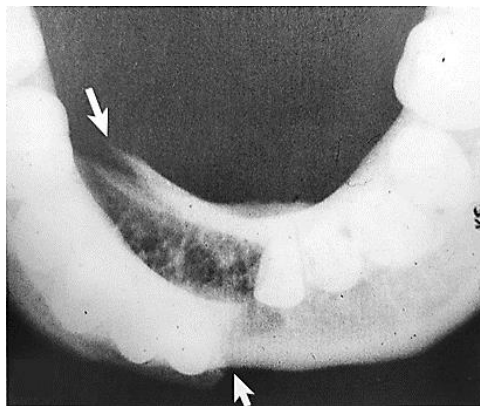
Radiografía oclusal inferior en la que se observa una fractura en la región de la sínfisis (flechas).⁵²
